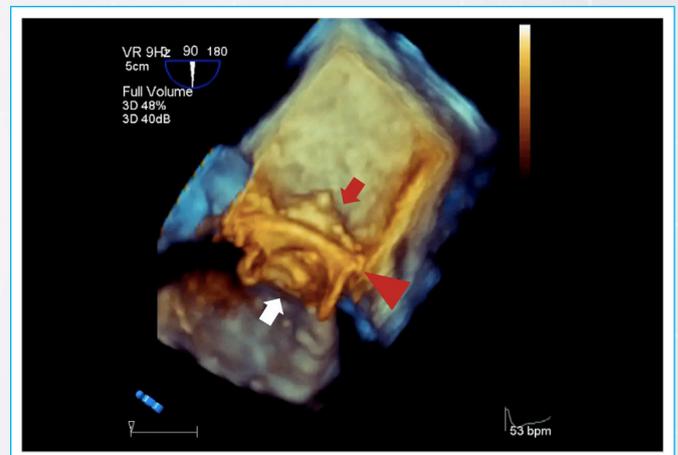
Ecocardiograma transesofágico tridimensional (ETE 3D), a nivel de la prótesis biológica (punta de flecha). Con un corte longitudinal donde podemos observar el dispositivo tanto en su perspectiva auricular (flecha roja) y ventricular (flecha blanca).
